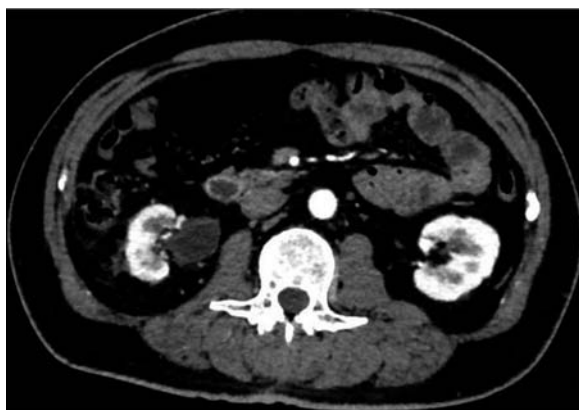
Abdominal contrast-enhanced computed tomography 10 months after admission. Axial image shows right dilated extrarenal pelvis and comparable contrast effects in bilateral kidneys.
